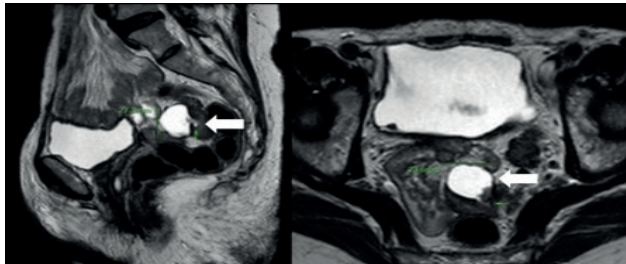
Caso 1. Resonancia magnética que muestra formación polilobulada en colon sigmoides, hiperintensa en T2, de aspecto quístico o mucinoso, con un sector sólido excéntrico hipermetabólico, sospechosa de implante peritoneal secundario al antecedente ovárico (flecha).
